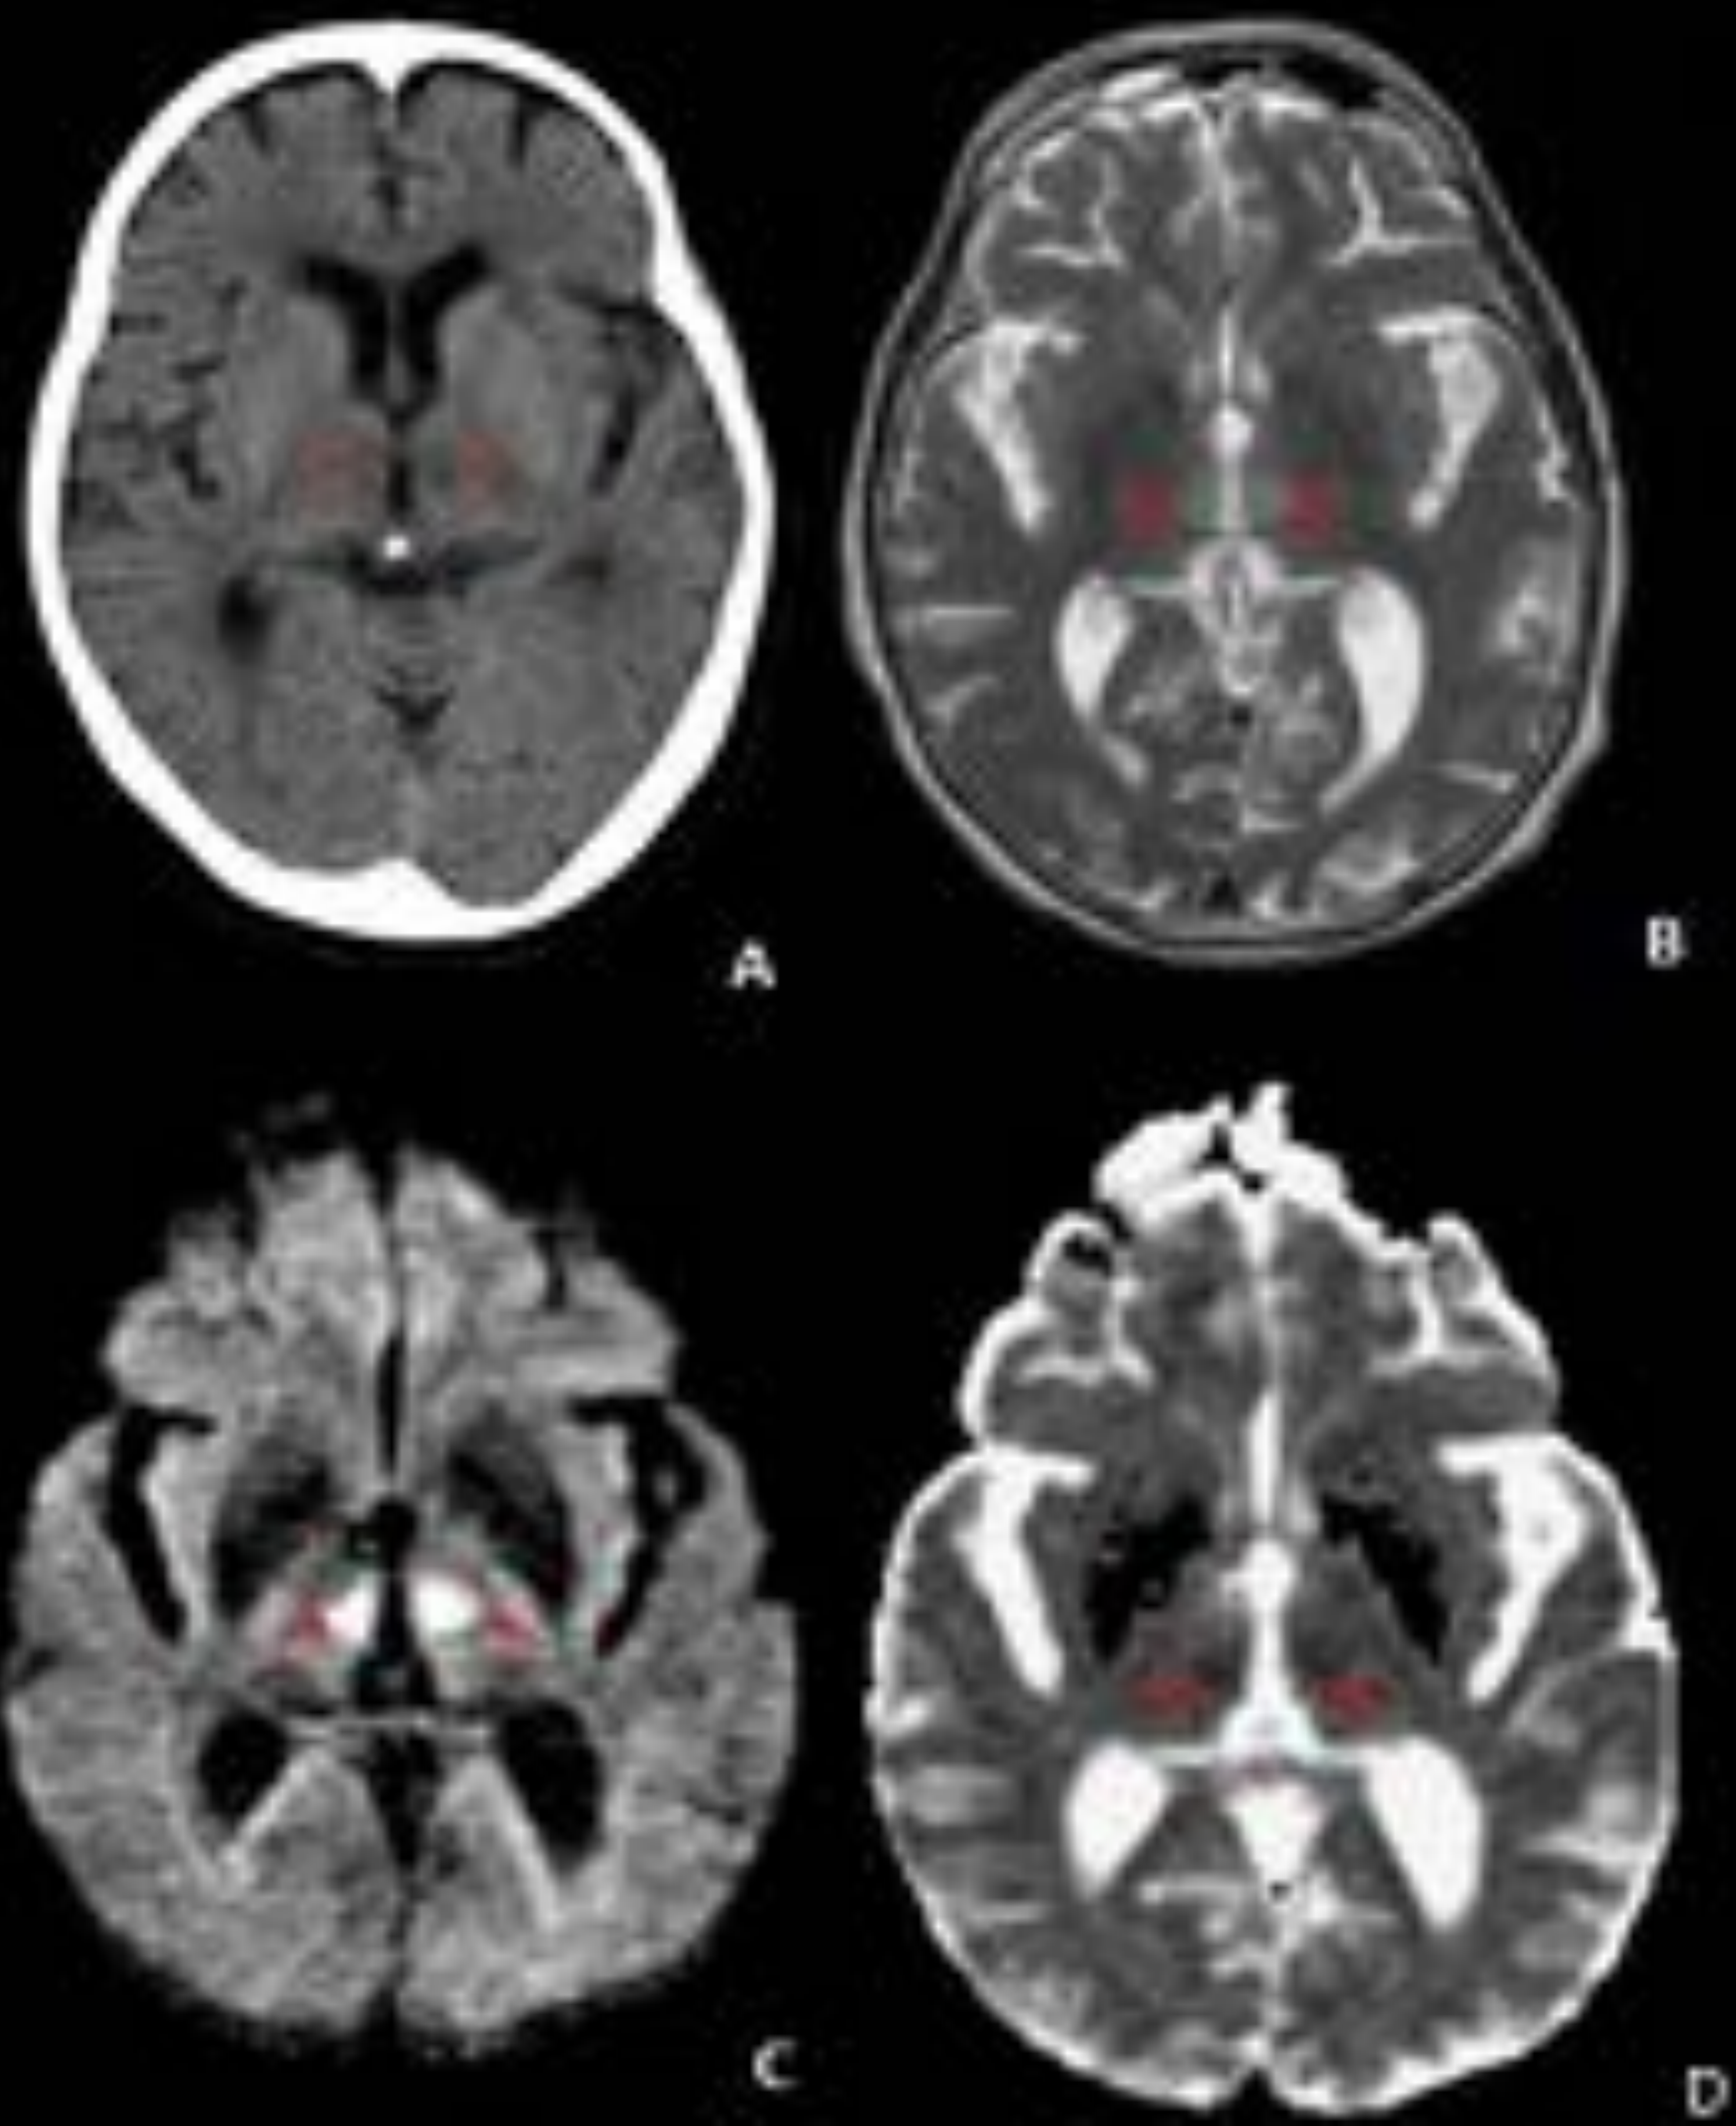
Paciente de 86 años con antecedente de FA, traída a urgencias por deterioro del estado de conciencia. En estudio de TC sin contraste intravenoso (A) Lesiones hipodensas talámicas bilaterales (flechas rojas) más prominentes en el lado izquierdo. En estudio de RM lesiones hiperintensas (flechas rojas) talámicas simétricas bilaterales paramediales en Axial T2 (B), DWI (C) e hipointensas en mapa ADC (D) Hallazgo en relación con infarto establecido en fase aguda-subaguda en territorio dependiente de la arteria de Percherón.
